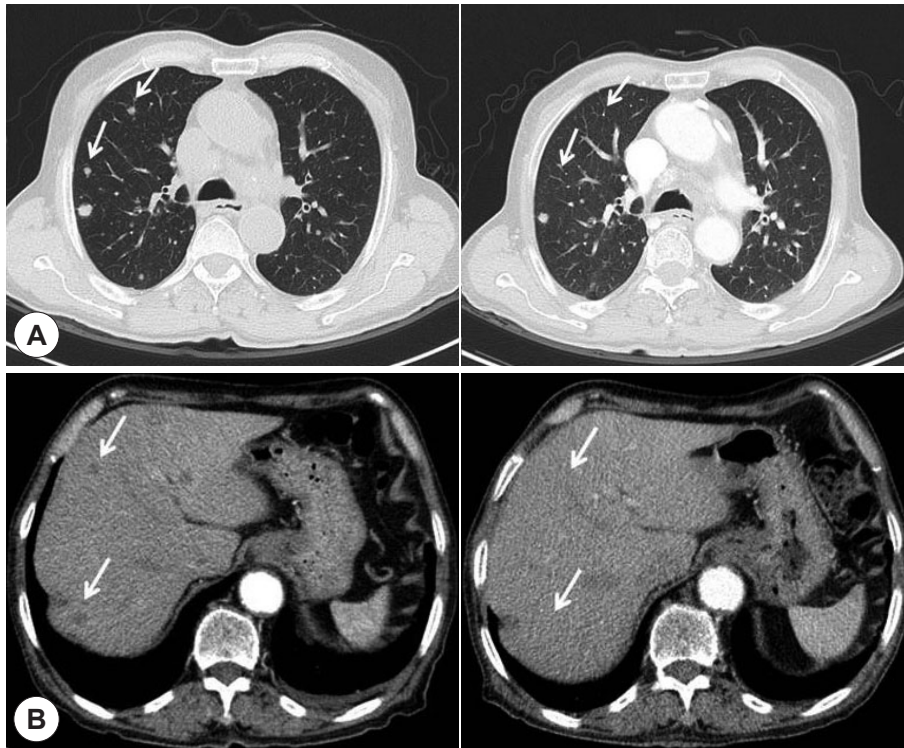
Response evaluation after 2 cycles of trastuzumab administration. Chest CT(A) and abdomen CT scan(B) show marked regression of the metastatic tumor.
